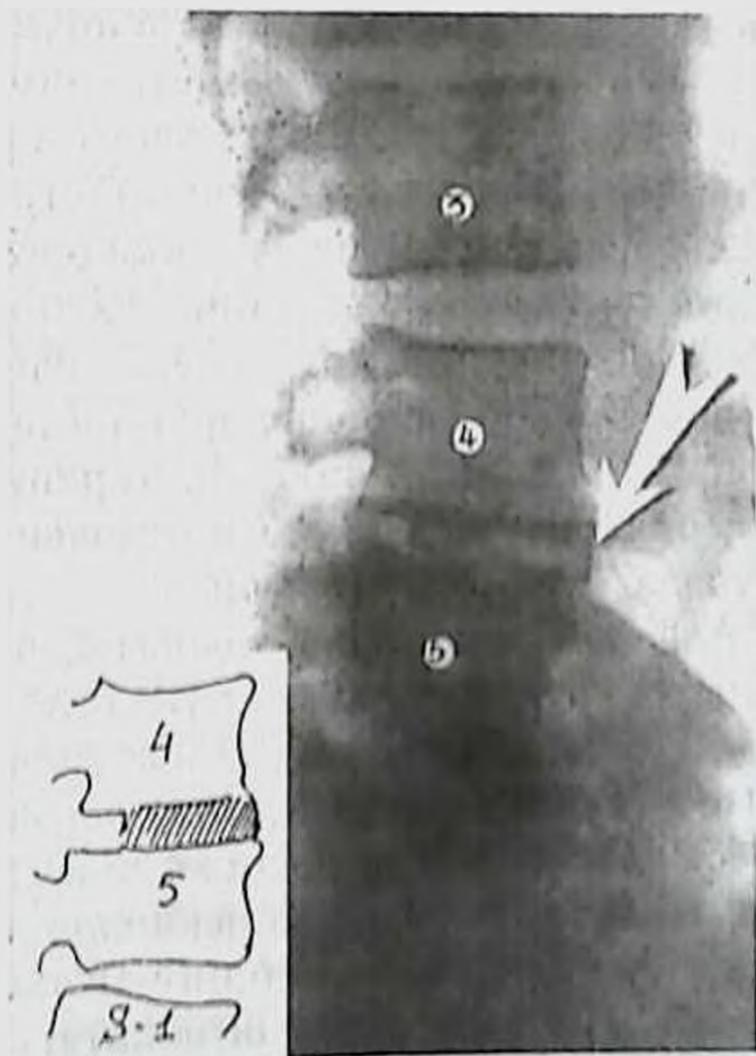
Первичный корпородом при контактным остеомиелите L1—L5 и гнойном дисците промежуточного диска. На рентгенограмме после операции виден массивный кортикально-губчатый трансплантат в виде распорки, заместившей полость. Выздоровление.
